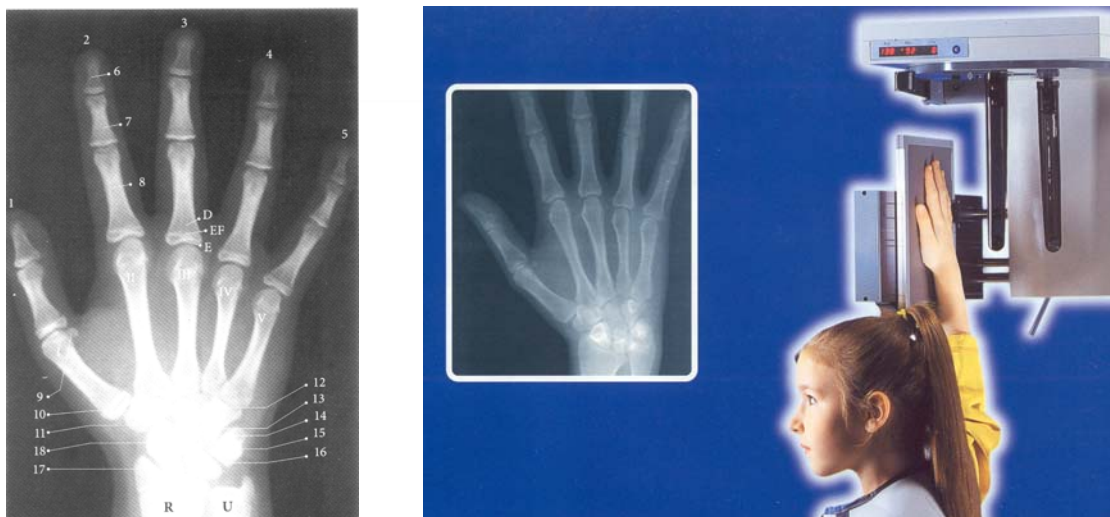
Рентгенограмма кисти руки
